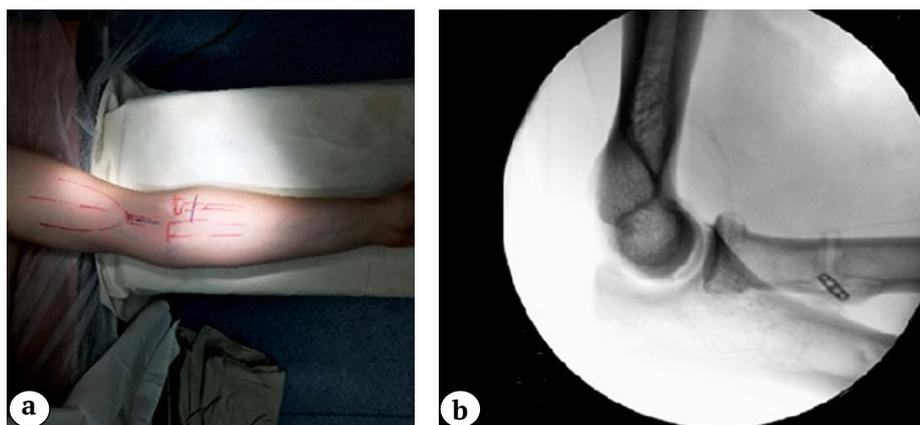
Пациент 41 года, группа Ns, подгруппа nMA: а – планирование доступа; б – интраоперационный рентген-контроль
